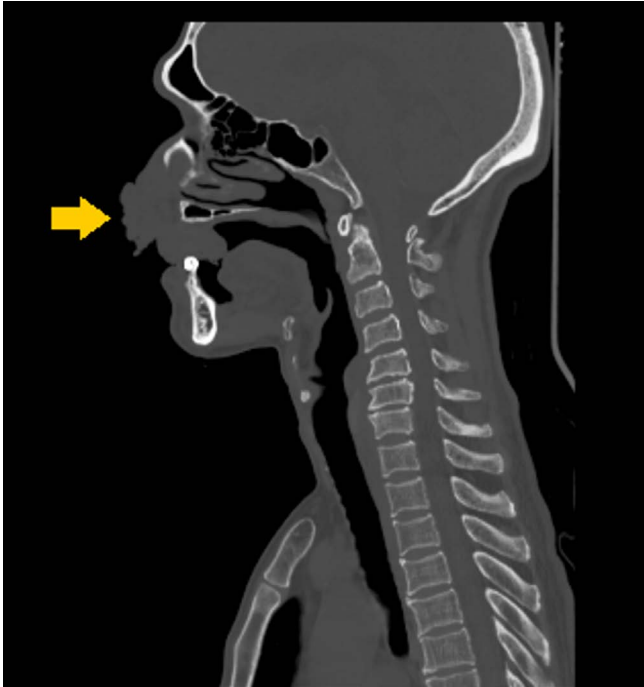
Corte sagital tomografía de cabeza y cuello. Lesión de aspecto expansivo a nivel del labio superior, de aspecto exofítico que comprometía la unión frontonasal, alas nasales que se extendía hasta el dorso nasal.
